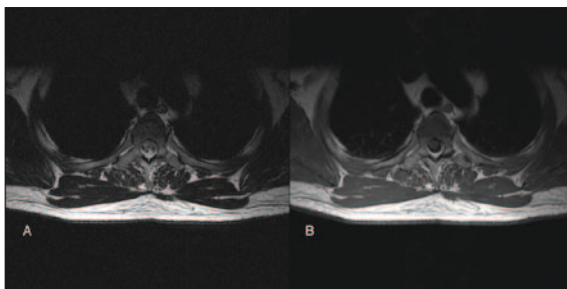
Pre-treatment spinal cord MRI. Sagittal T2-weighted (A) and T1 gadolinium (B) images show signal hyperintensity spanning from T3 to T4 with lesion enhancement.
